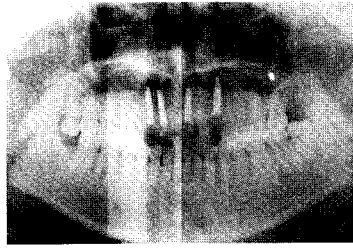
임플란트 식립후 파노라마 방사선사진으로 적당한 위치에 임플란트가 식립됨.
